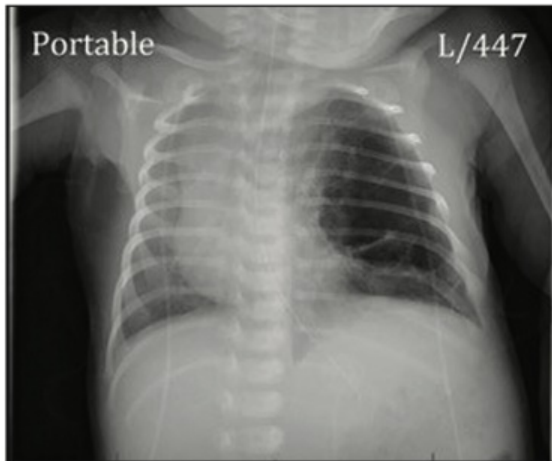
Chest radiograph of a 7-day-old girl with congenital pulmonary adenomatoid malformations of the left upper lobe.
